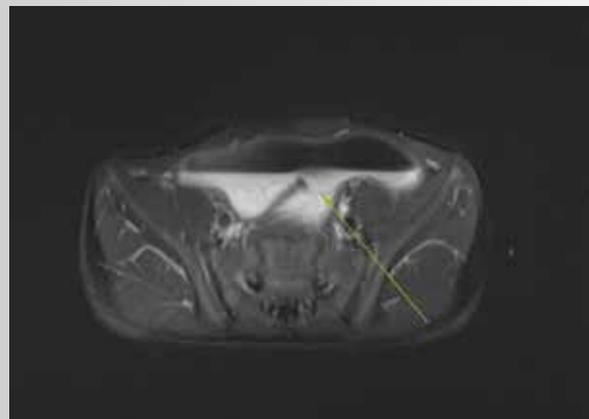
Hydro-MRI of a patient with short bowel syndrome. In the horizontal view a dilatated loop of small intestine is recognizable
